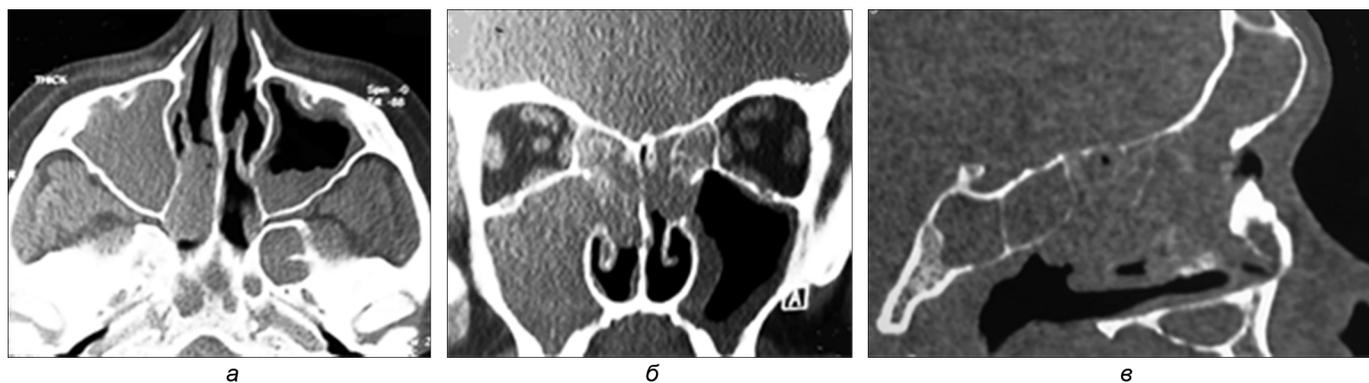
Компьютерные томограммы больного К. при поступлении в стационар: в аксиальной проекции (а); в коронарной проекции (б); в сагиттальной проекции (в). Все околоносовые синусы тотально и субтотально заполнены жидкостным и мягкотканым содержимым.
